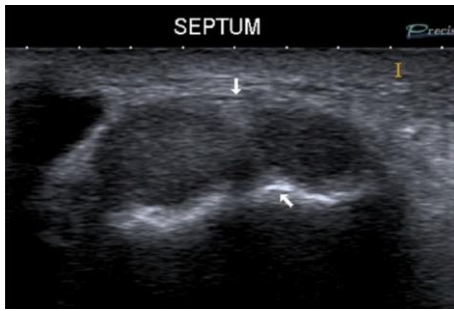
Visualisation échographique de la présence d'un septum dans le premier compartiment extenseur (entre les 2 flèches). Le septum est inséré sur une crête d'os cortical (flèche inférieure) [72].
